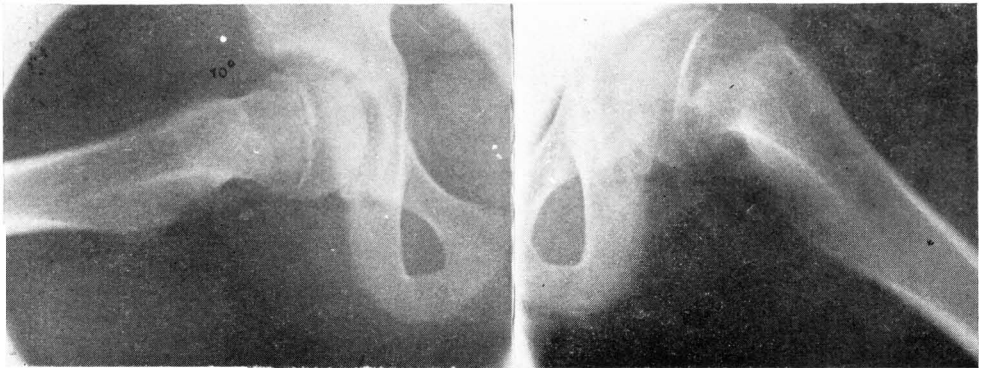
Radiografías axiales del mismo caso anterior, observándose en la cadera derecha una epifisiolisis grave con evidentes signos de regeneración ósea en porción inferior del mismo. La cadera contralateral presenta una fisis algo ensanchada pero no hay desplazamiento.
